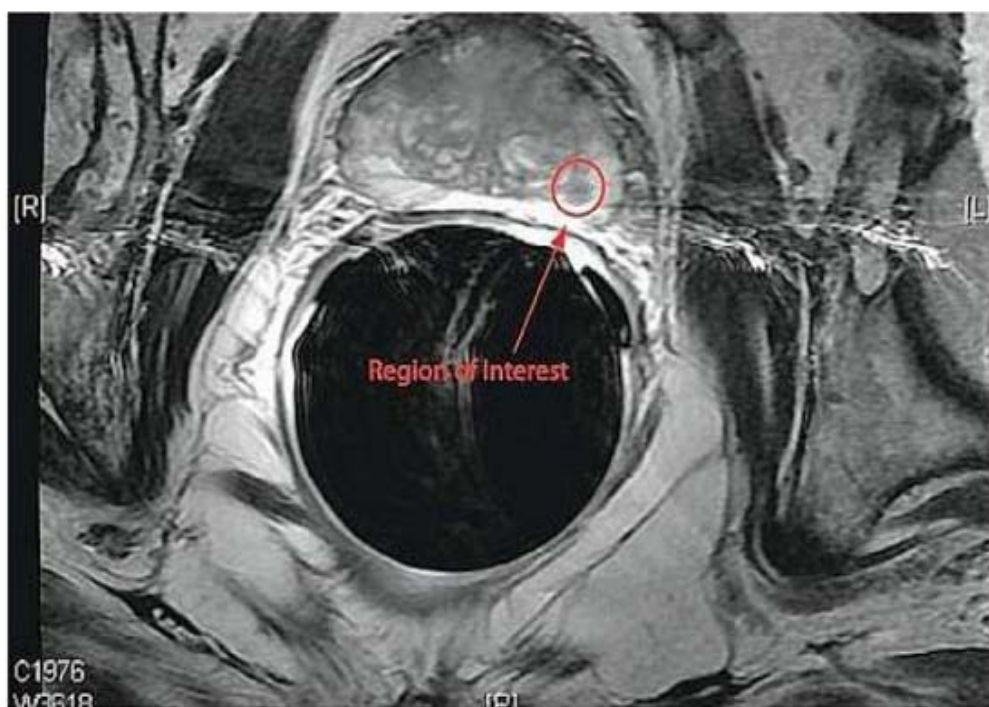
IRM pelvienne montrant un CaP de la prostate avec infiltration capsulaire postéro latérale
